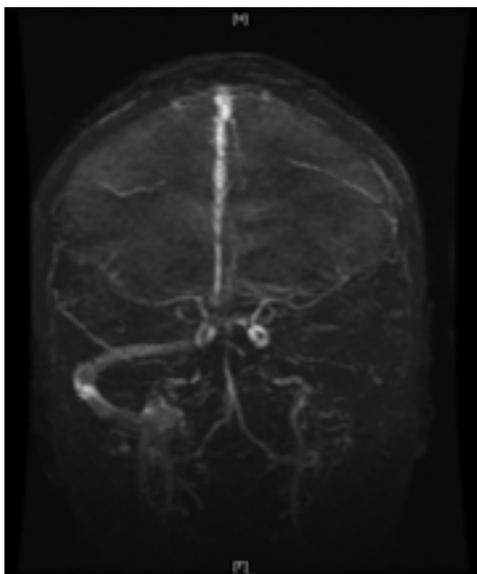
Тромбоз левого поперечного синуса на МРТ в режиме 2D TOF ven.
